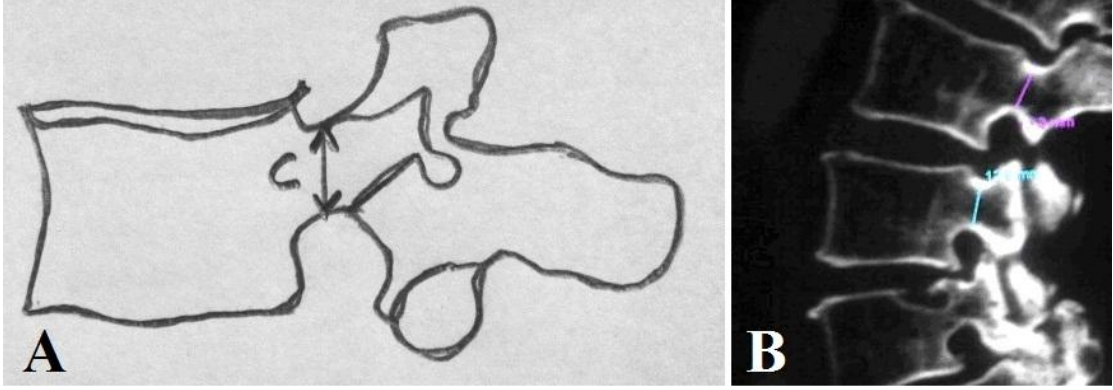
İnterpediküler mesafenin ölçümü; A: İnterpediküler mesafenin ölçümünün şematik gösterimi izlenmekte; B: Bilgisayarlı tomografi ile interpediküler mesafenin ölçümünün gösterimi izlenmektedir.
